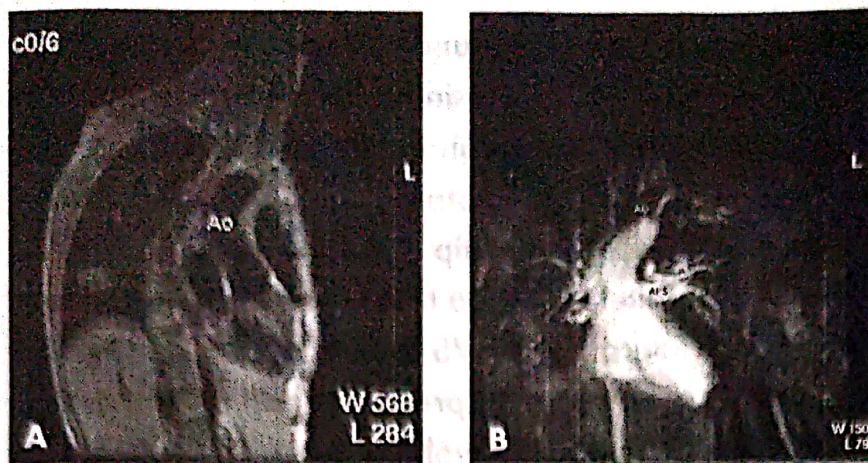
Imagini de rezonanță magnetică nucleară (A) Aorta încălecată pe septul interventricular. (B) Traiecte de circulație colaterală în hemitoracele stâng cu originea în porțiunea proximală a aortei toracice descendente; artere pulmonare hipoplazice.
